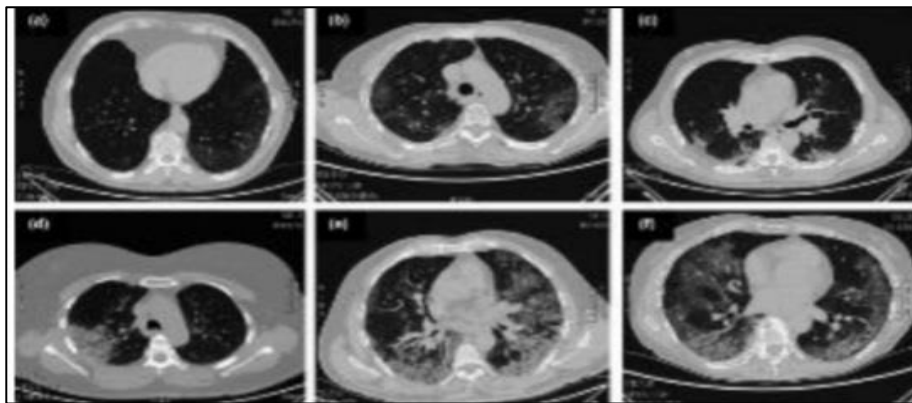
Radiographie du thorax chez un patient Covid-19 (Wu et al., 2020).
